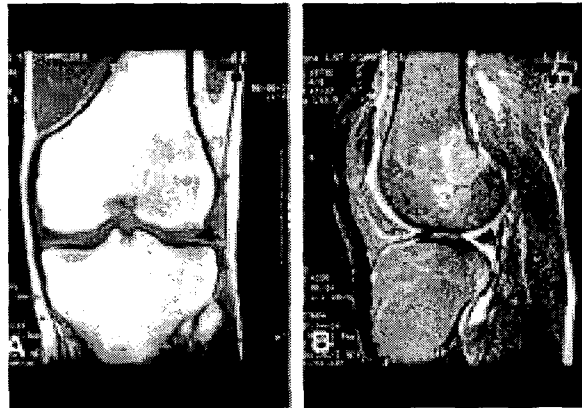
Type I by Costa-Paz classification. A. Coronal T1 weighted MR imaging of bone bruise on lateral femoral condyle shows diffuse signal with change of medullary component, distant from the subjacent articular surface. B. Sagittal T2 weighted MR imaging of bone bruise on middle portion of lateral femoral condyle shows a somewhat increased signal intensity of medullary component.
